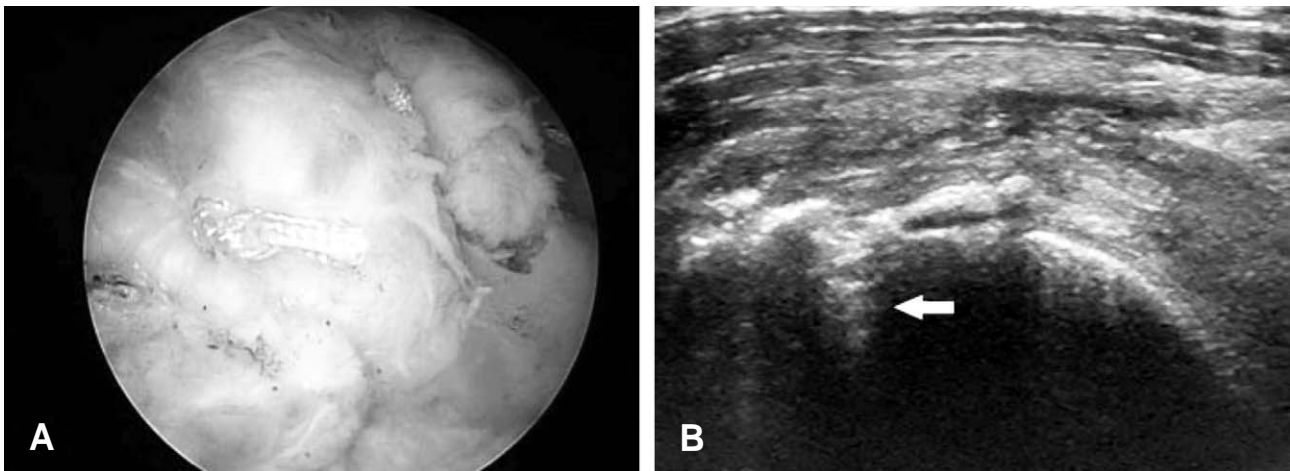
Ultrasonographic finding of repaired rotator cuff tendon. (A) The arthroscopy shows the repaired rotator cuff tendon. (B) The ultrasonography shows superficial tendon boundary are slightly concave and reverberation artifact (arrow).
